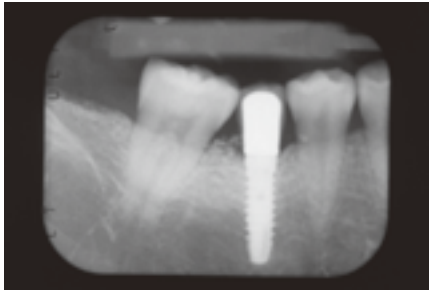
同右側X線写真。左側同様明らかな骨吸収は認められない。
